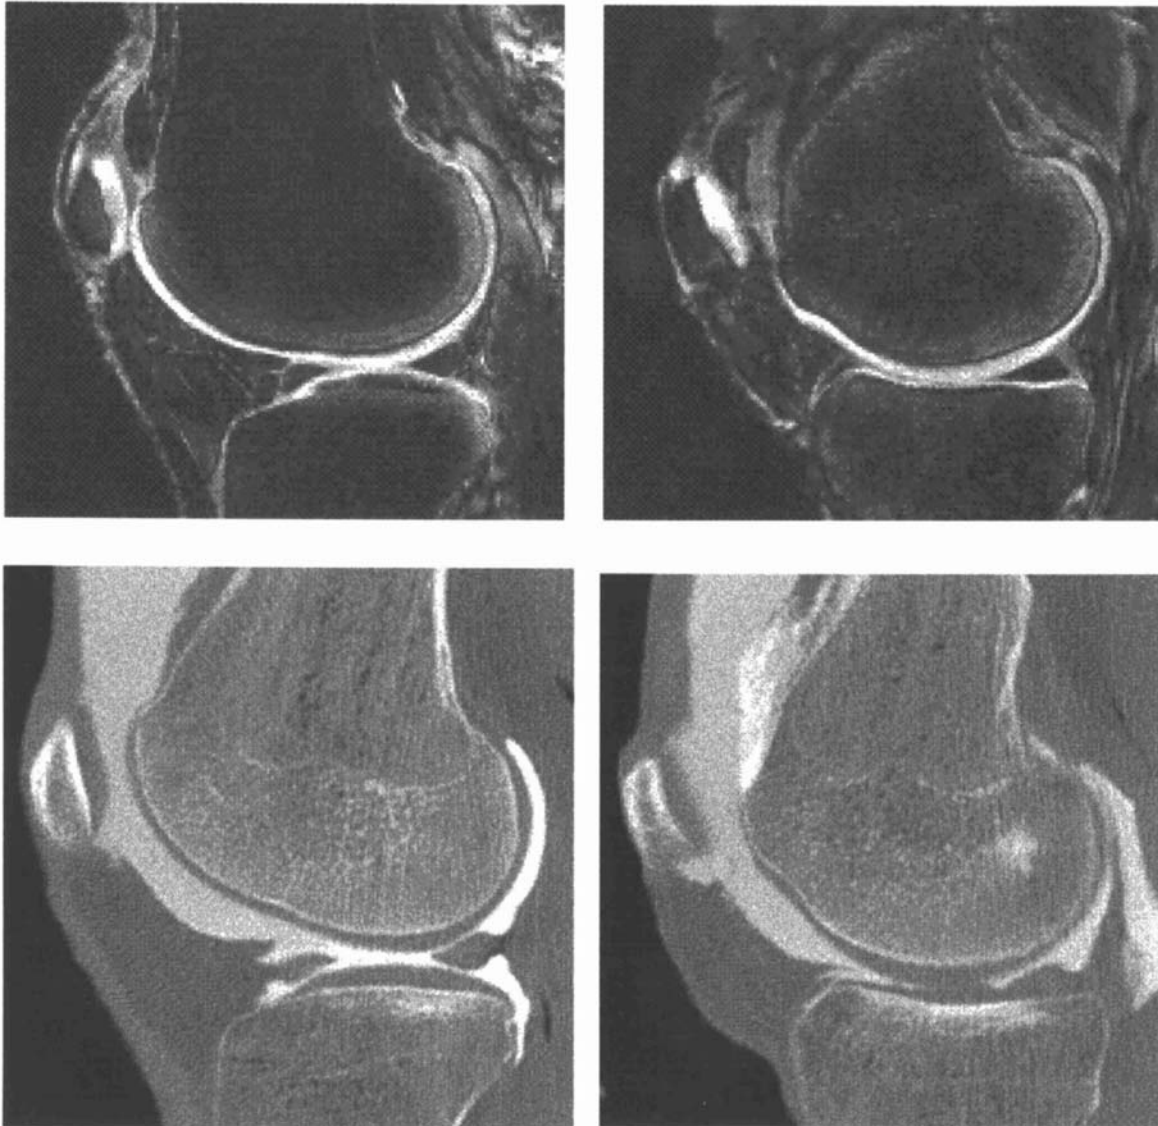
Sagittale Schnittbilder durch den medialen (links) und lateralen (rechts) Bereich des Kniegelenks mit der Magnetresonanztomographie (oben) und der CT-Arthrographie (unten).
